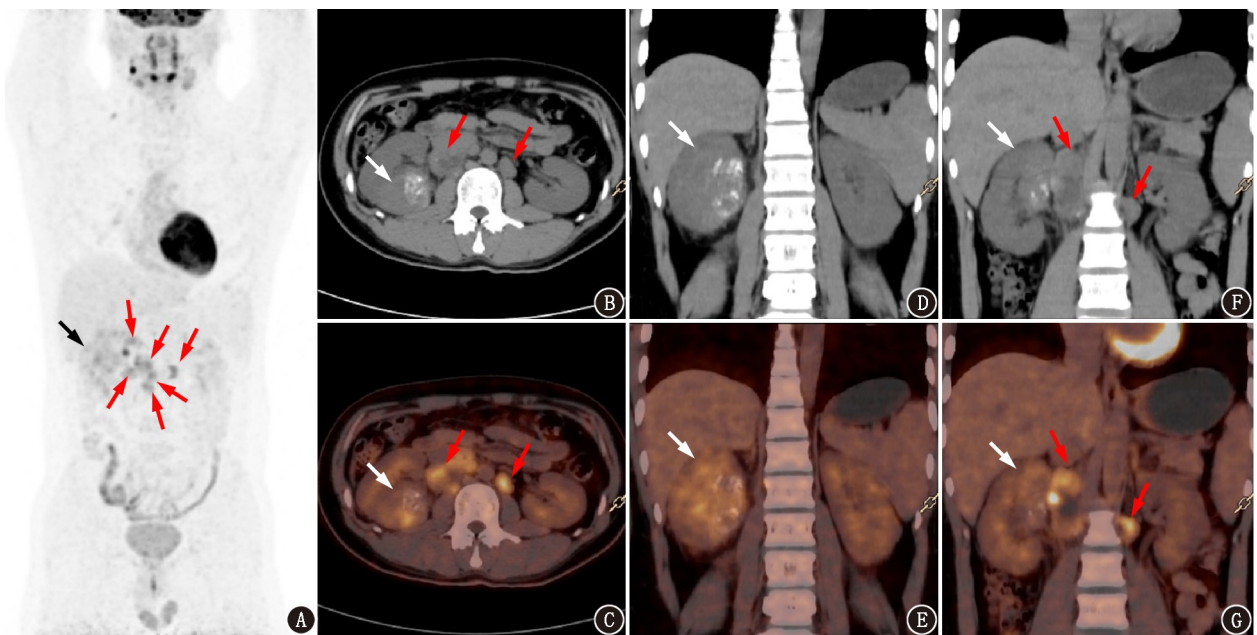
Xp11.2 易位/转录因子 E3 (TFE3) 基因融合相关性肾细胞癌患者 (男, 23 岁) ¹⁸F-FDG PET/CT 显像图。A. 全身最大密度投影图示右肾占位灶 (黑箭头示) FDG 代谢不均匀增高及腹腔多发肿大淋巴结 (红箭头示) FDG 代谢不均匀增高; B~G. 右肾中上部团块状混杂密度影 (白箭头示), 伴代谢不均匀增高, SUV_{max} 6.9; 右侧膈肌后方 (第 1 腰椎水平)、腹主动脉及下腔静脉周围多发淋巴结 (红箭头示), 部分融合成团, 部分伴坏死, 呈代谢不均匀增高, SUV_{max} 6.3~12.5
